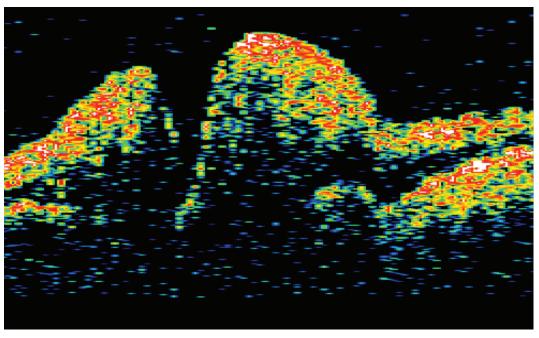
Оптическая когерентная томография диска зрительного нерва до лечения. Головка зрительного нерва отечна, высота проминенции составляет 300–350 мкм.
